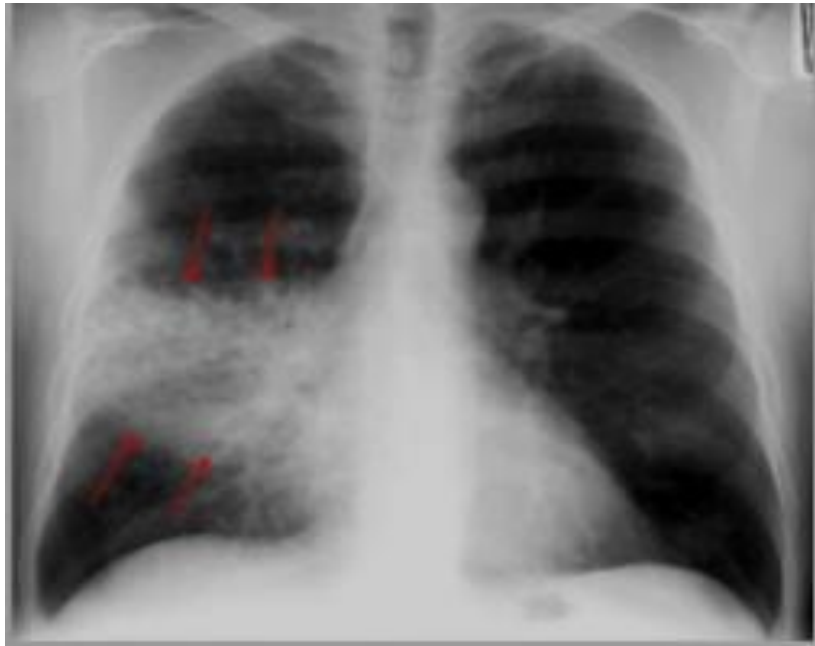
Radiografía de paciente con infección respiratoria y condensación pulmonar.
